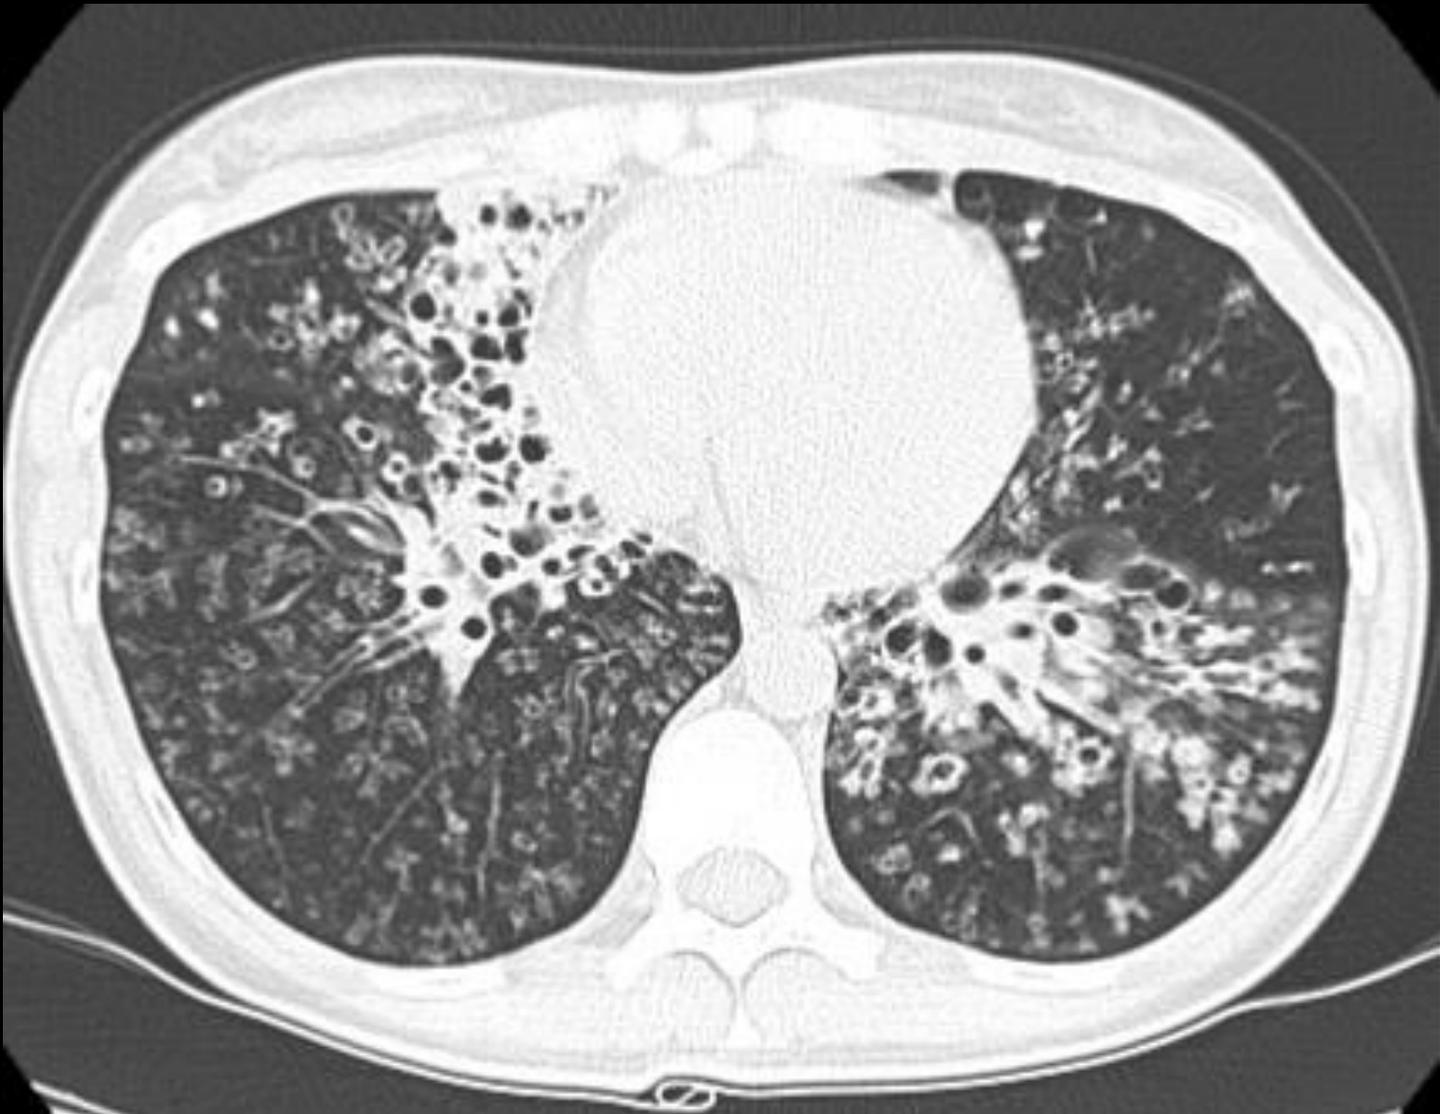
Appendix 2-I Typische CT-Befunde für spezifische Ätiologien einer Bronchiektasen-Erkrankung. Primäre Ciliäre Dyskinesie (PCD): zylindrische, variköse und zystische Bronchiektasen mit eindrücklichem kraniokaudalen Gradienten, ausgeprägten Bronchialwandverdickungen sowie massivem „mucus plugging“ und Bronchiolitis/“tree-in-bud“ Phänomen.
